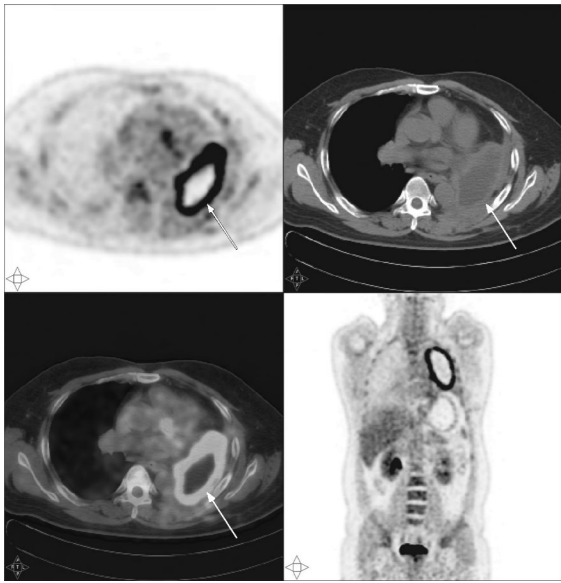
患者男性, 39岁, 左肺癌术后, ^{18}F -FDG PET-CT 全身显像示左侧胸膜较均匀性增厚(病灶如箭头所示), ^{18}F -FDG 摄取增高, 最大标准化摄取值为 15.0。
